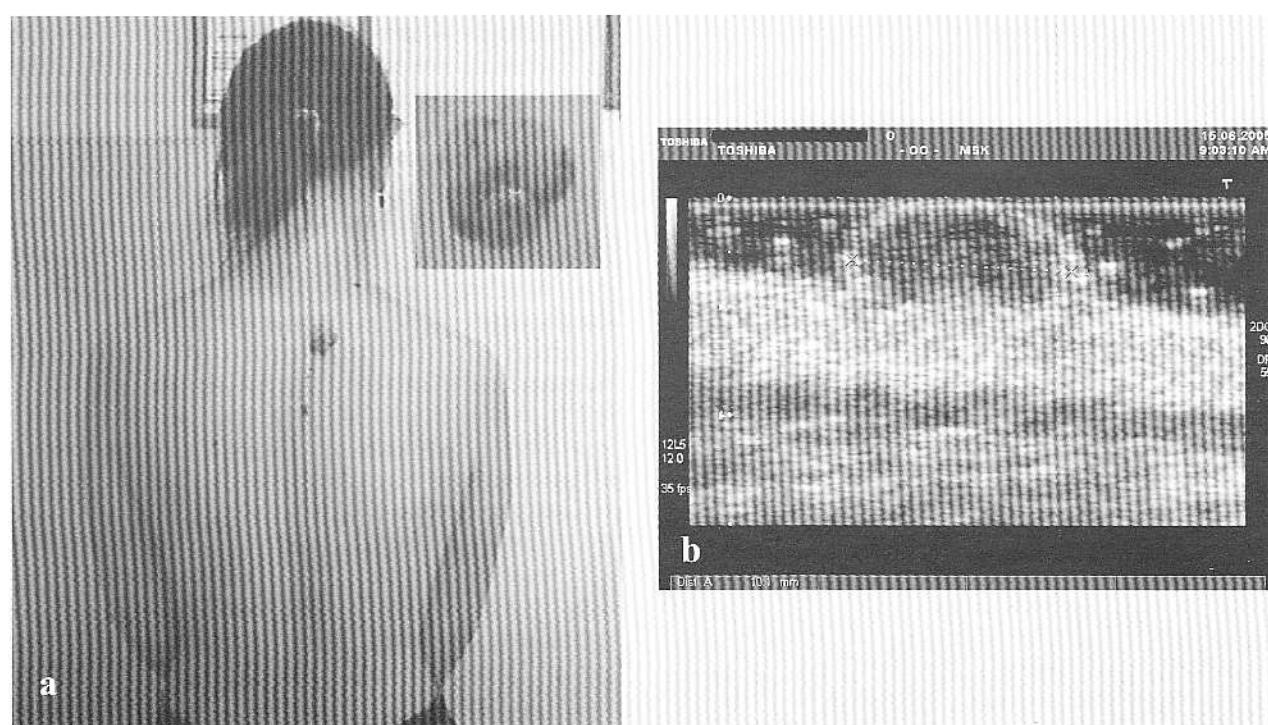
Melanom cutanat malign al regiunii dorsale – formă protruzivă (a – foto leziune tumorala; b – aspect ecografic).
